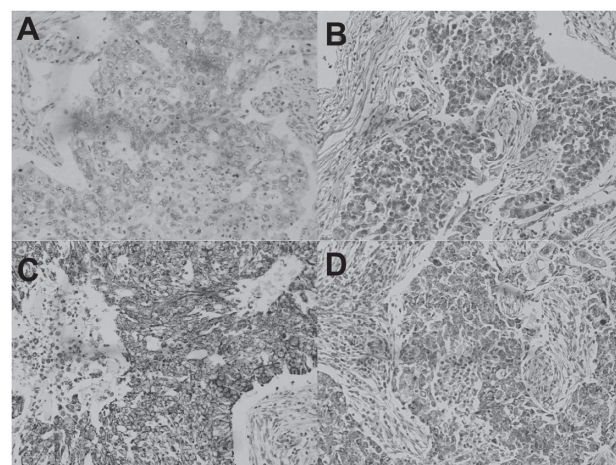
症例4. HIF1 $\alpha$ の発現はCT上造影効果の高い領域では相対的に弱く(A), 造影効果の低い領域では相対的に強い(B)可能性が示唆された。VEGFの発現はCT上造影効果の高い領域では相対的に強く(C), 造影効果の低い領域では相対的に弱い(D)可能性が示唆された。(A)と(B) HIF1 $\alpha$ 染色X200, (C)と(D) VEGF染色X200。
